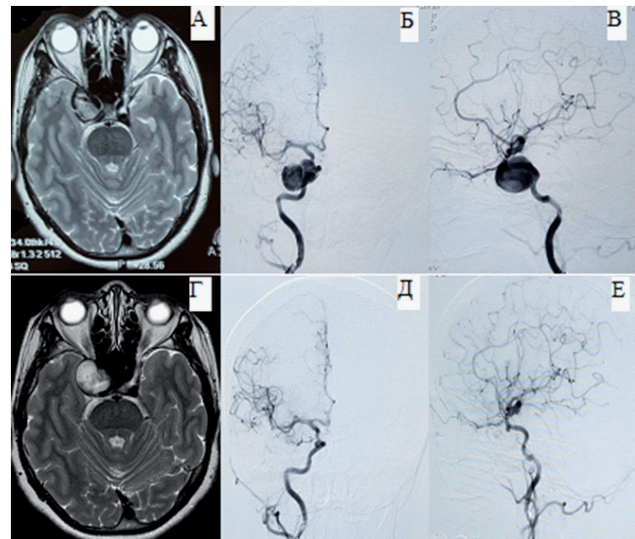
МРТ и ЦАГ (А, Б, В – до операции, Г, Д, Е – после операции)
